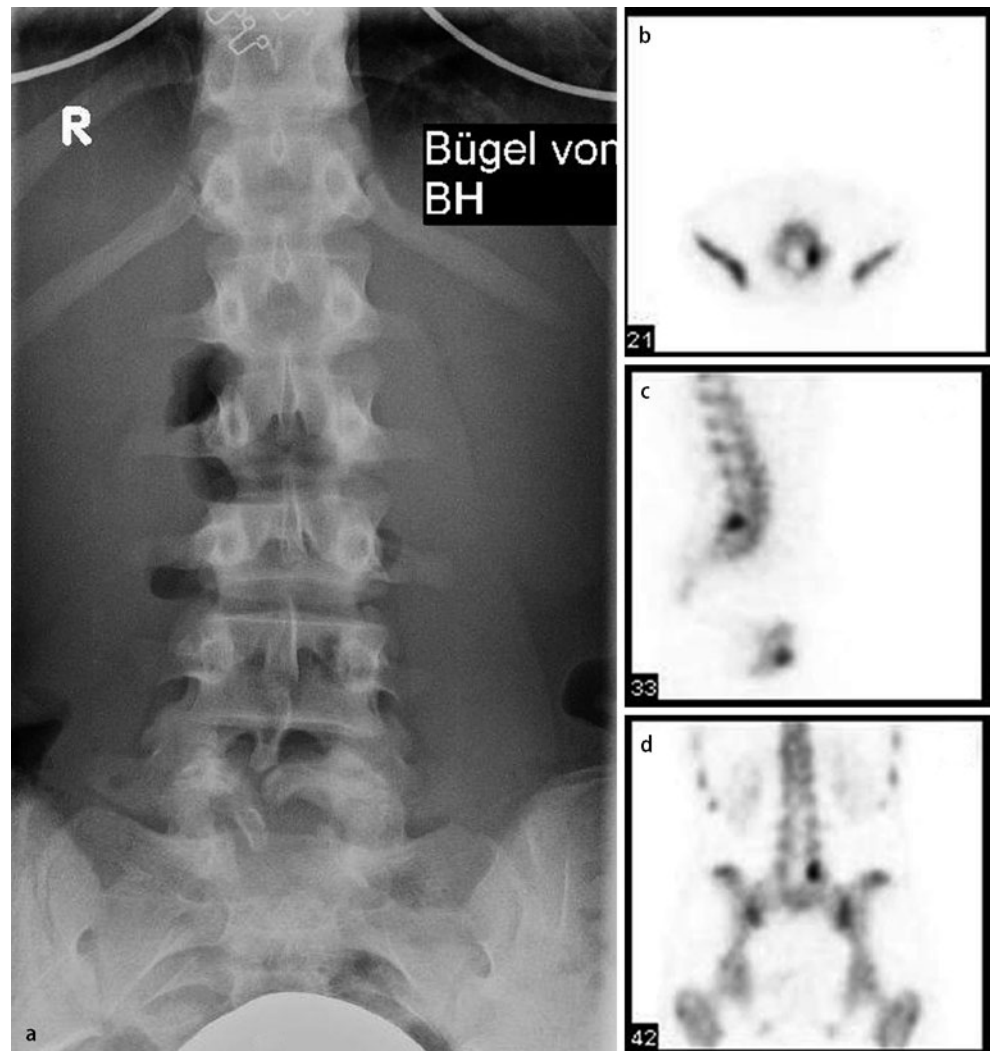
▲ 16-jährige Patientin mit Beschwerden an der Lendenwirbelsäule. a Im konventionellen Röntgenbild Wirbelbogenschlussstörung an der unteren LWS. Skelettszintigraphischer Nachweis einer Stressfraktur am linken Wirbelbogen von LWK 5 in der SPECT-Untersuchung in b transversaler, c sagittaler und d koronarer Sicht
